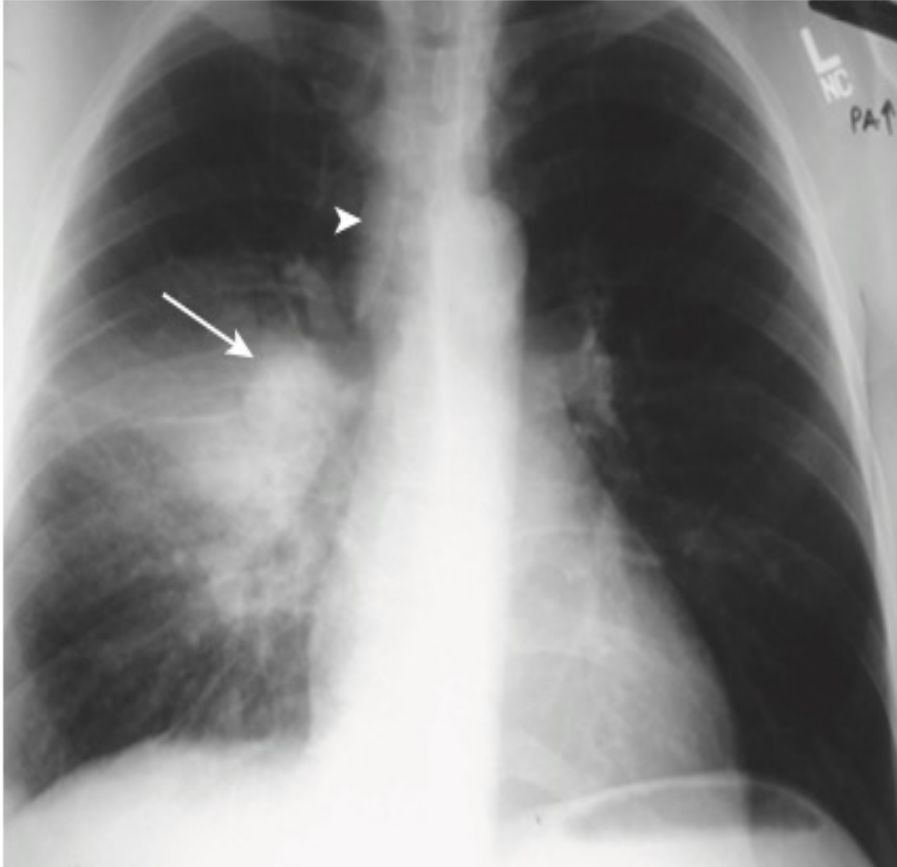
Primary tuberculosis. Frontal chest radiograph in a young adult shows superior segment right lower lobe consolidation associated with right hilar lymphadenopathy (*arrow*) due to primary *Mycobacterium tuberculosis* infection. Mild right paratracheal lymph node enlargement (*arrowhead*) is also visible. (Courtesy Michael B. Gotway, MD.)
